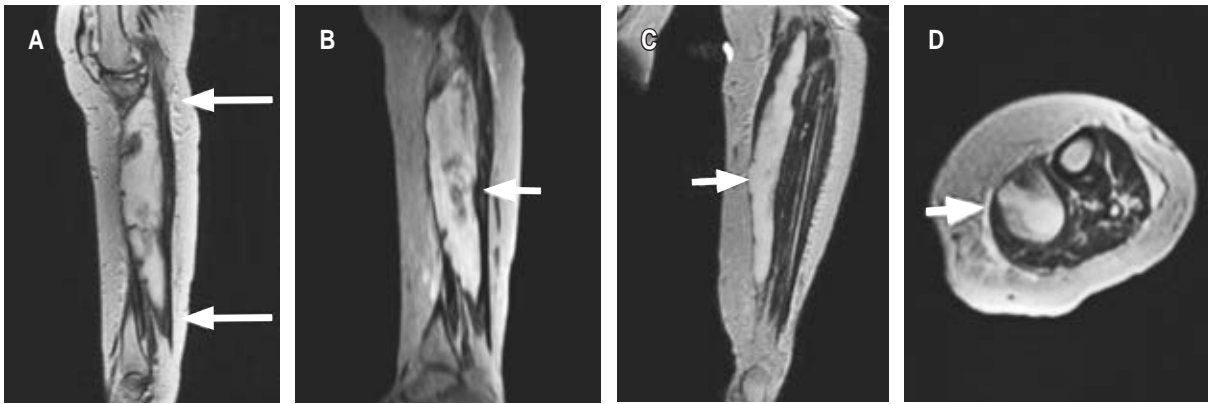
A) Corte sagital de resonancia magnética de pierna izquierda en T2 fase simple donde se observa quiste de Baker que se extiende desde fosa poplítea hasta tercio distal de pierna. B) Corte sagital de resonancia magnética de pierna izquierda en T2 fase contrastada; se observa quiste de Baker. C) Corte coronal de resonancia magnética de pierna izquierda en T2 fase contrastada con presencia de quiste de Baker. D) Corte axial de resonancia magnética de pierna izquierda en T2 fase contrastada donde se aprecia quiste de Baker.
